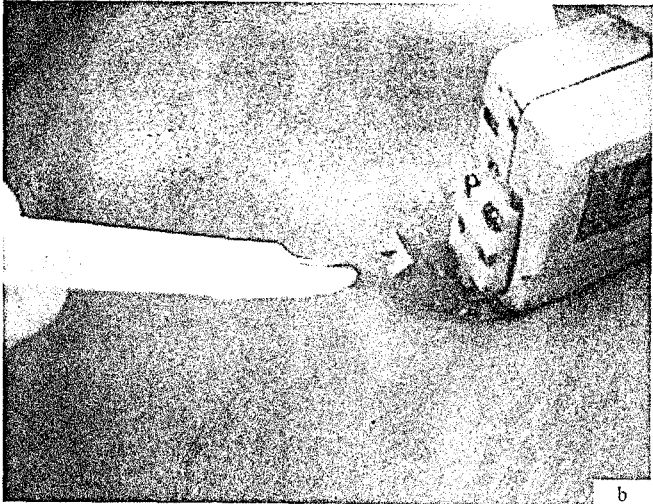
Marcajul liniei de puncție, aparent pe monitorul ecografic, permite urmărirea traiectului acului și măsurarea profunzimii.
